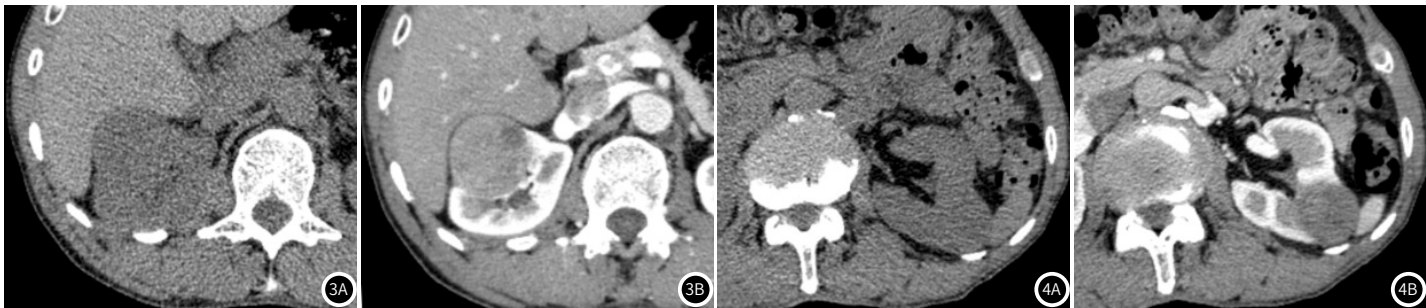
图3B 患者，男，54岁，右肾ChRCC。图3A CT平扫示肿瘤呈稍低密度，CT值约32.85HU；图3B CT增强扫描示皮髓质期肿瘤中度强化，CT值约54.78HU。
